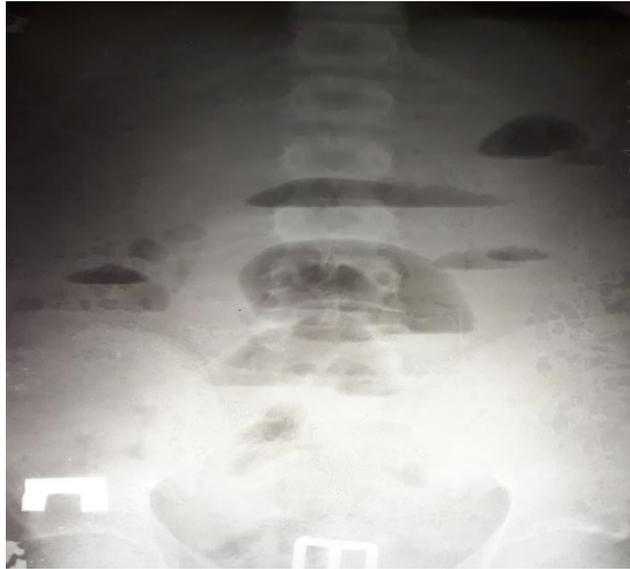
Обзорная рентгенограмма абдоминальной полости пациента с ОСТКН. Рентгенологическая картина тонкокишечных арок
